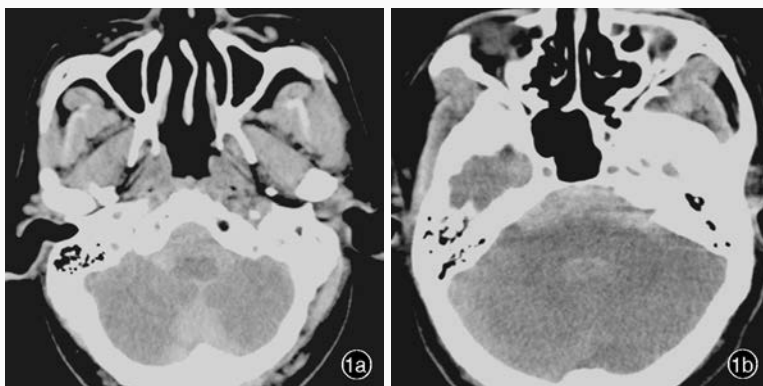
头部 CT 检查所见 1a 延髓周围蛛网膜下隙出血 1b 脑桥周围蛛网膜下隙出血
